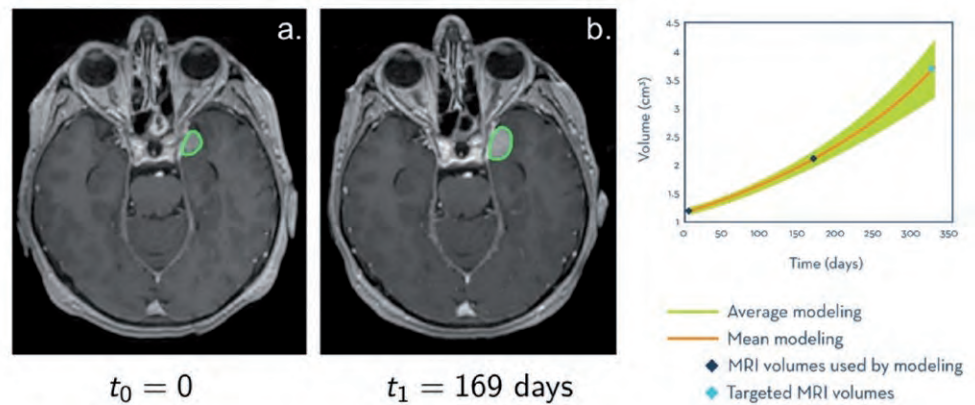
A partir de deux IRM successives, on peut calculer une évolution moyenne du volume dans le futur. Dans l'exemple donné, le point bleu représente la valeur qui a été mesurée sur l'examen qui a été effectué à la date de prédiction.
